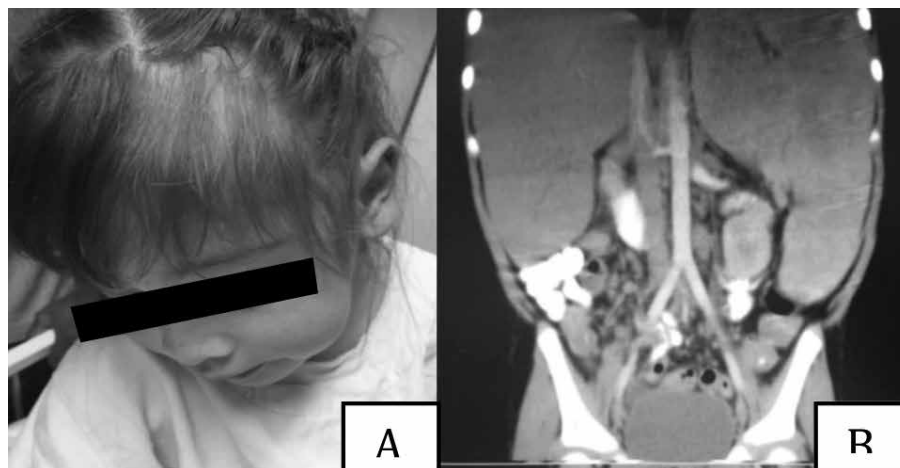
A.- Preescolar eutrófico con brillo metálico en el cabello. Fig. 1B Corte Coronal de Tomografía axial simple con gran hepatoesplenomegalia.
